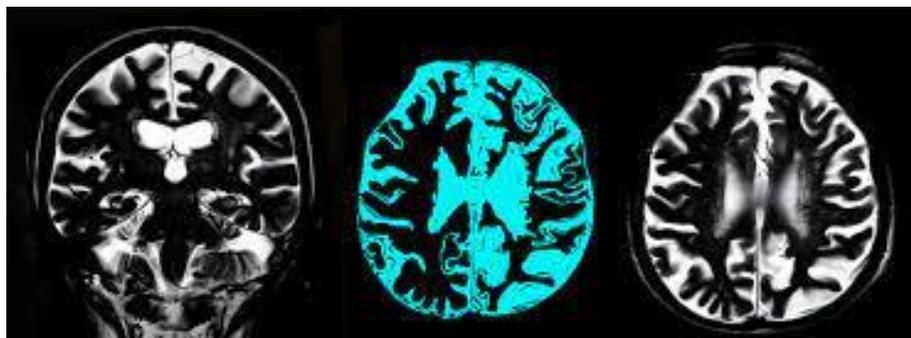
МСКТ картина атрофия коры и вещества головного мозга и мозжечка, вендрикуломегалия
